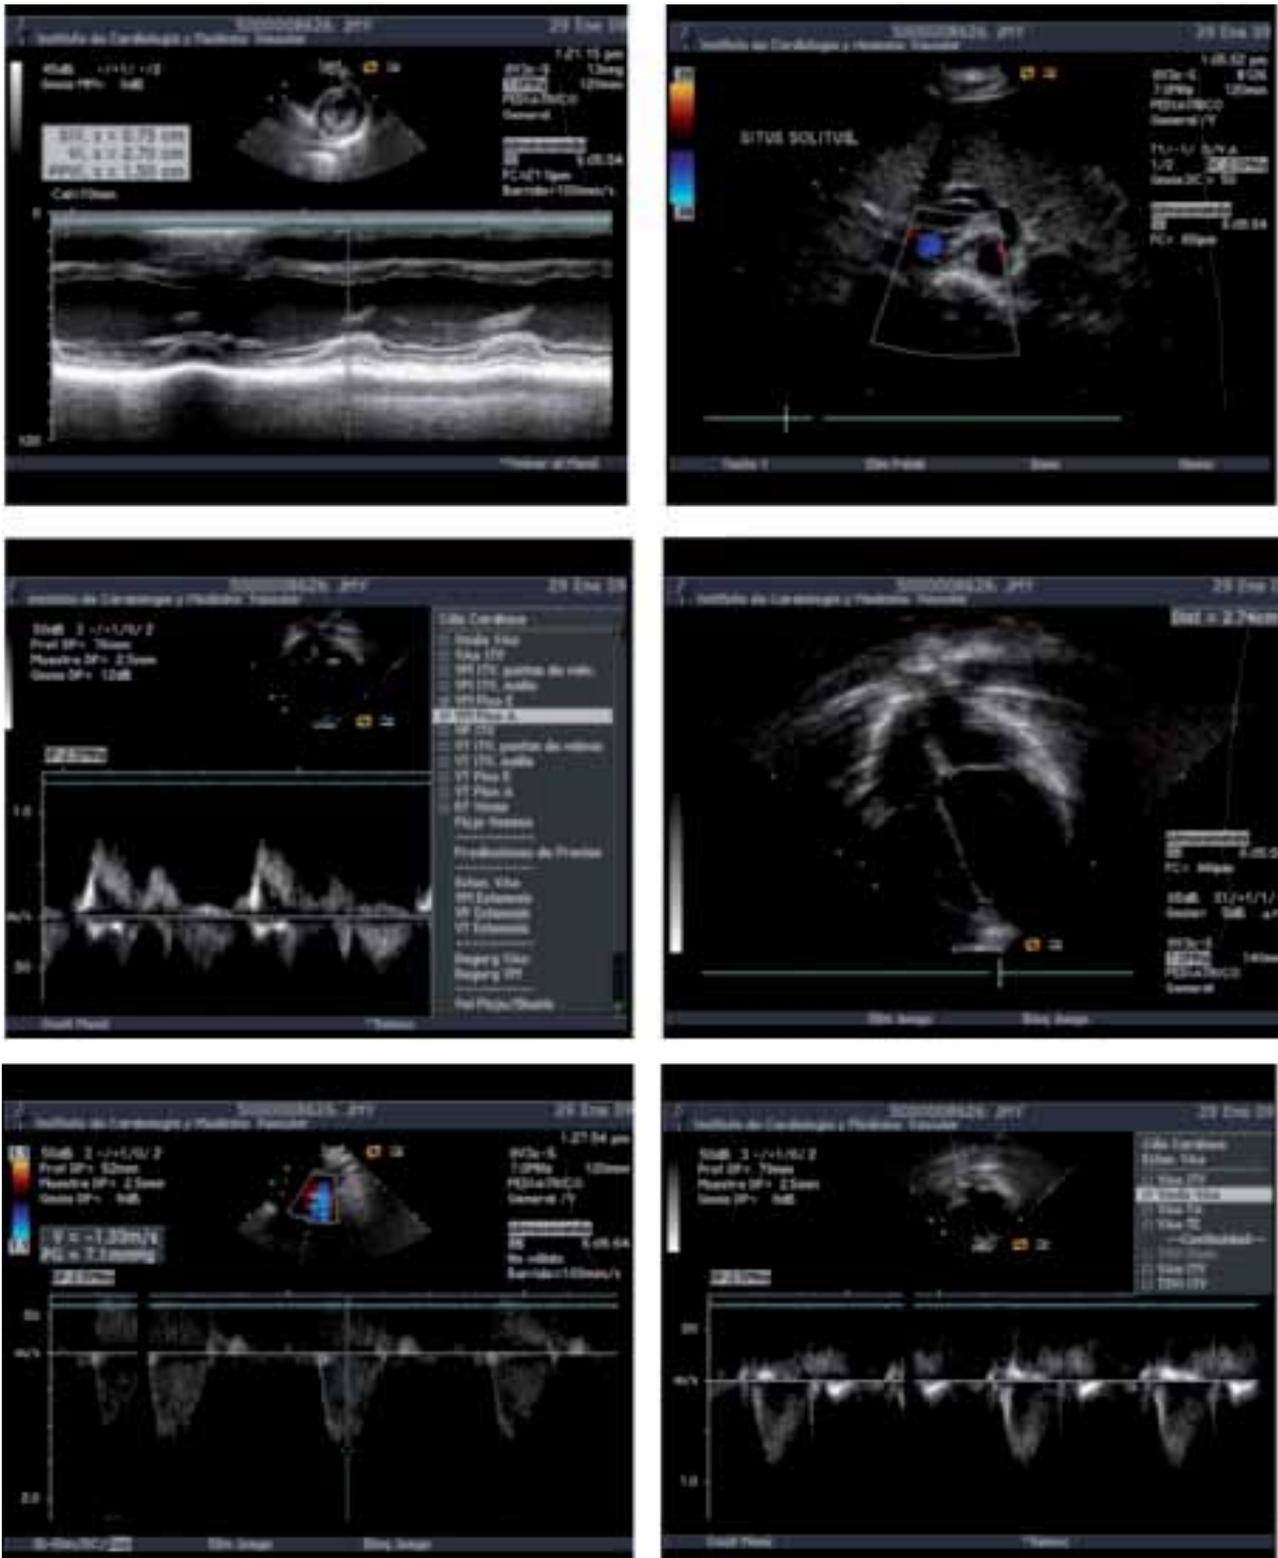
Ecocardiograma 2 (29-01-2009)
